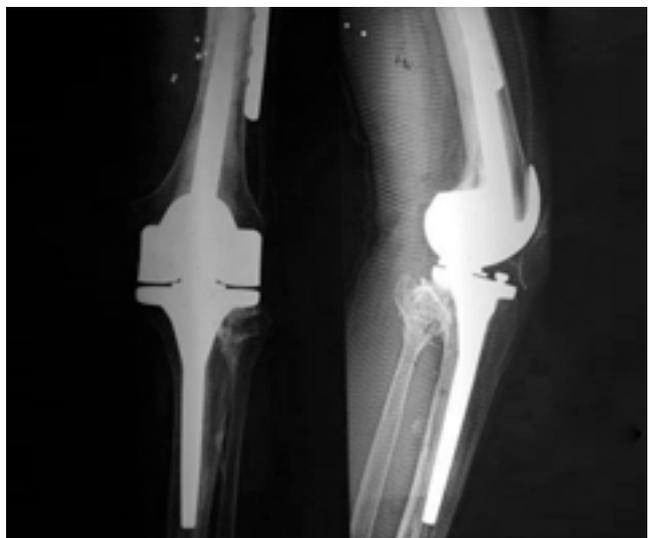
Radiografía AP y L postoperatoria
